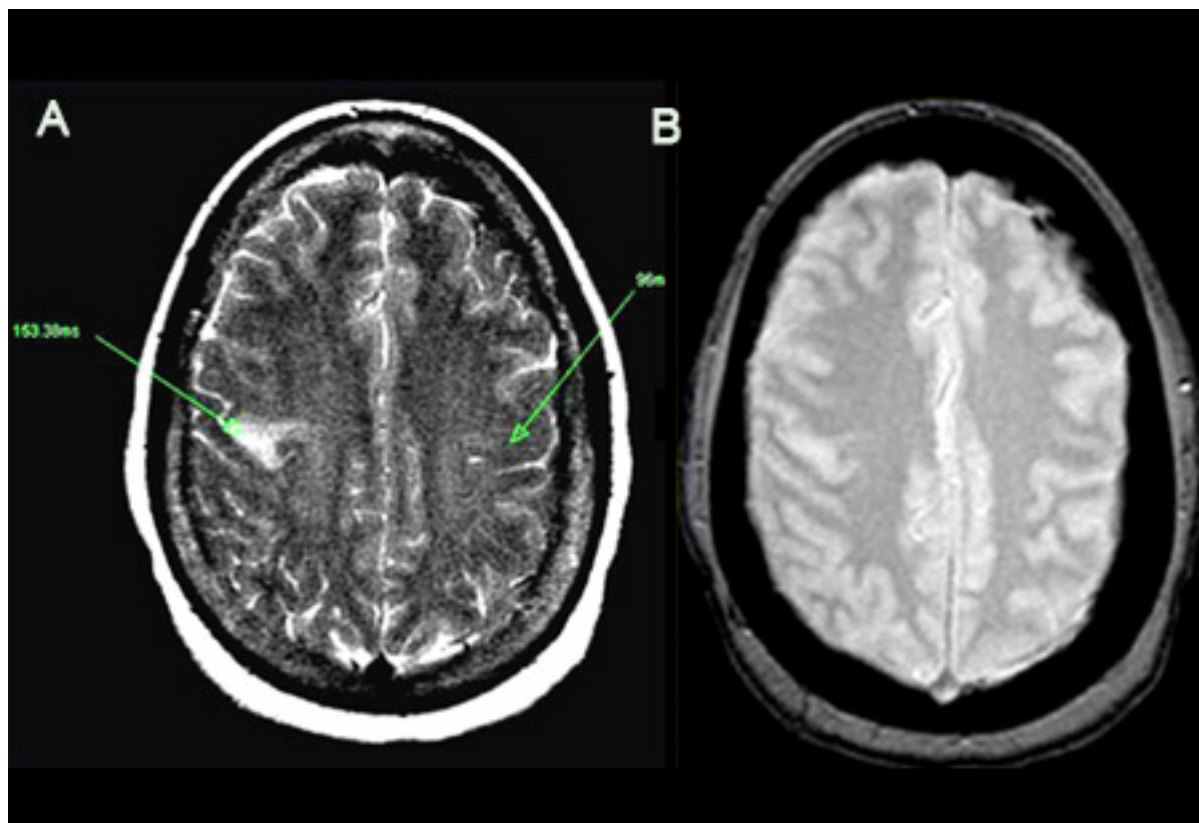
(A) Uma imagem de ressonância nuclear magnética (RNM) ponderada em T2 mostrando hiperintensidade, representando T2 prolongado. Exibição de T2 anormal de 153.38 ms à esquerda, comparado com o lado contralateral normal (96 ms). Observe que a lesão é localizada no giro frontal ascendente. (B) Imagens de ecogradiante detectam compostos de hemossiderina devido à susceptibilidade magnética do ferro. Neste caso, o resultado é negativo
